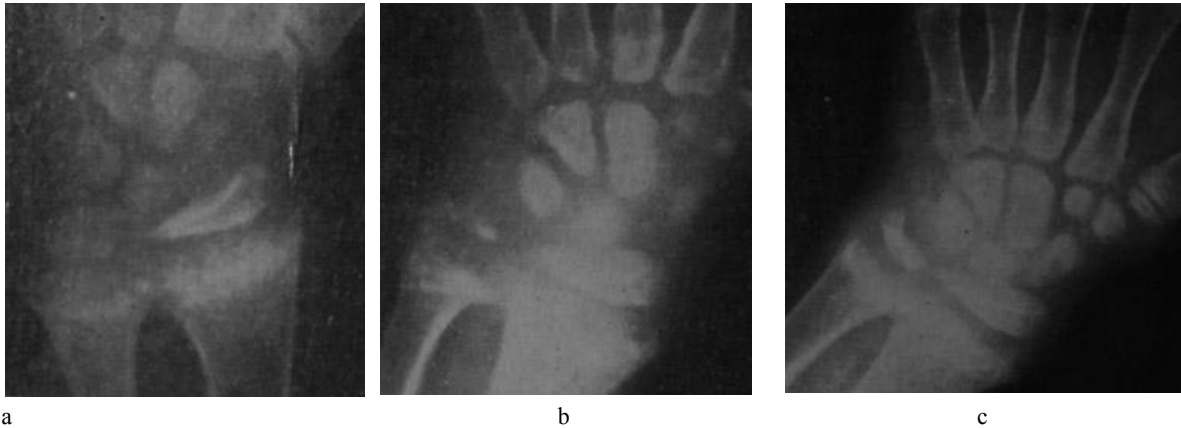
Radiografía de muñeca correspondiente a 1969 (diez años de edad) al inicio del tratamiento, que muestra imágenes de raquitismo florido muy acusadas. B) Radiografía de muñeca, 1970 (once años de edad), que muestra mejoría ostensible de las lesiones raquílicas, c) Radiografía en 1971 (doce años) que muestra persiste la mejoría, destaca el retraso de maduración esquelética junto con persistencia de lesiones metafisarias.
